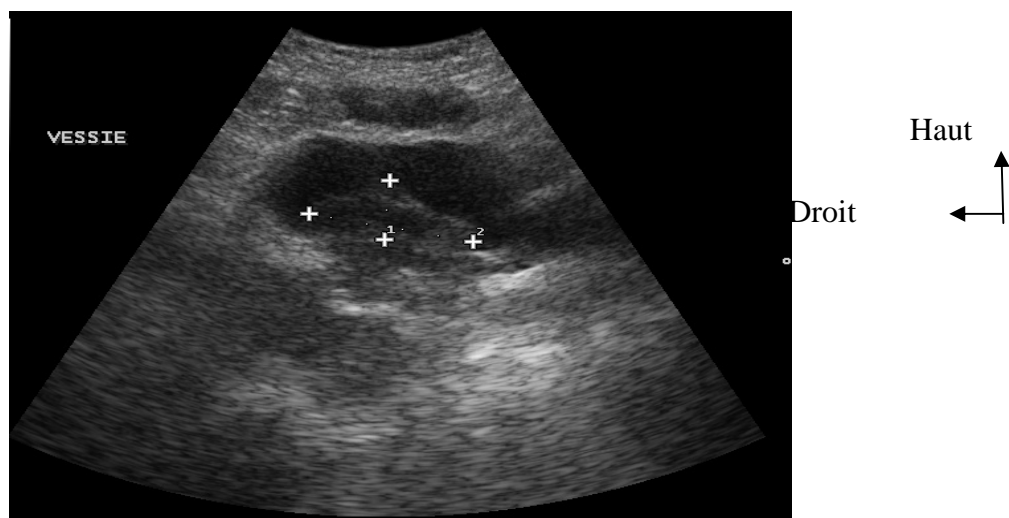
Image d'échographie* : Une coupe axiale de la vessie en semi réplétion montrant une image échogène accolée à la paroi latérale de la vessie : Aspect de tumeur de vessie (service d'imagerie du Point-G).
